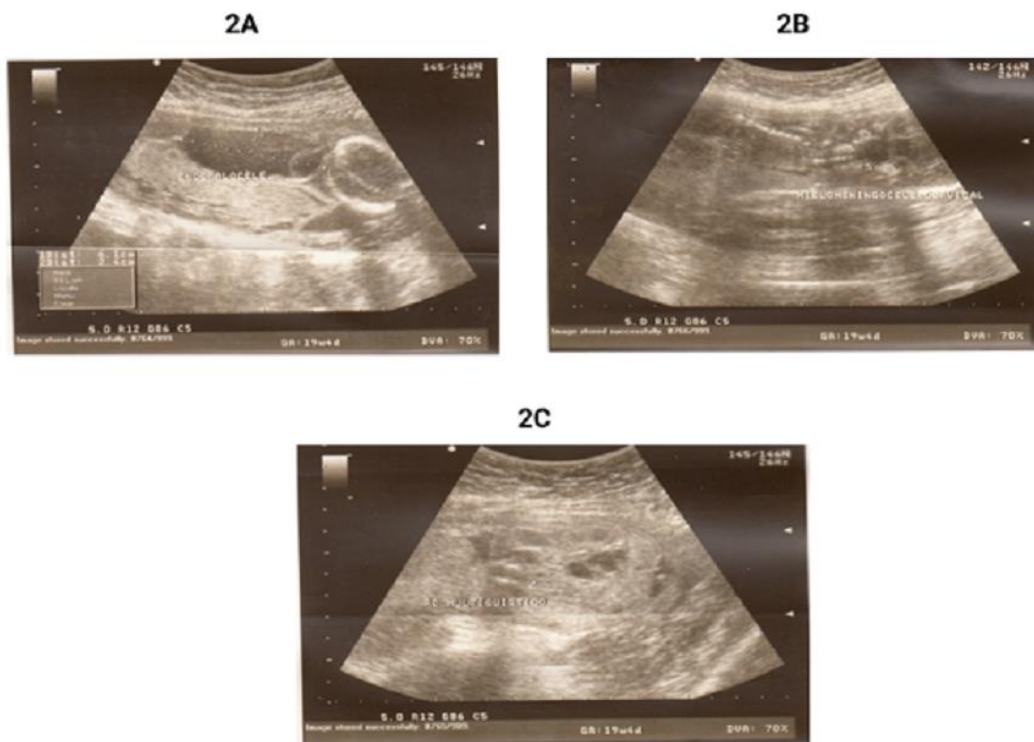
Alteraciones a nivel renal, del tubo neural en ultrasonografía prenatal en feto de 19,1 semanas de gestación. A) Encefalocele; B) Mielomeningocele cervical, C) Riñón derecho multiquistico.
